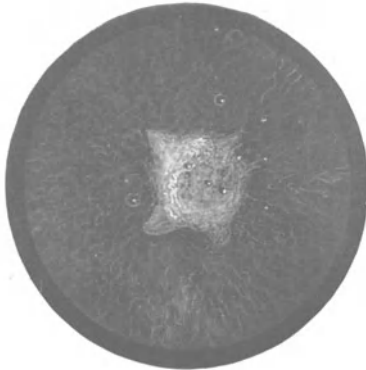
Röntgenkatarakt (linkes Auge). Subkapsuläre Vakuolen.
